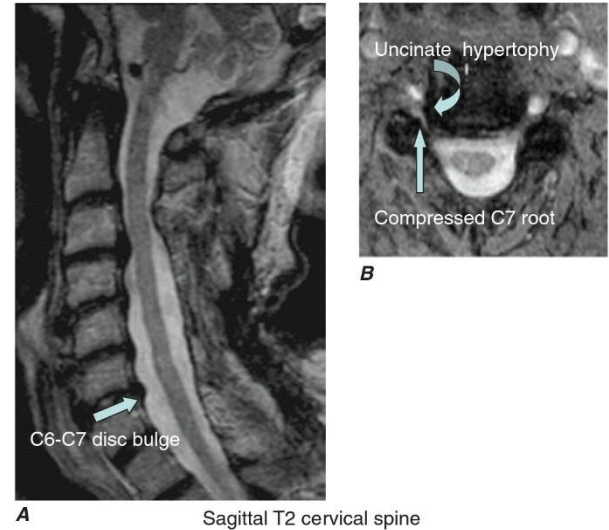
Right C7 radiculopathy. A. Sagittal T2-weighted image shows mild disk bulging at C6-C7 and a mildly narrowed spinal canal, but no visible nerve root compression. B. Axial T2-weighted image. The combination of uncinate hypertrophy and facet hypertrophy (ovoid dark space just lateral to the C7 root) narrows the right C6-C7 intervertebral foramen resulting in right C7 nerve root compression.
